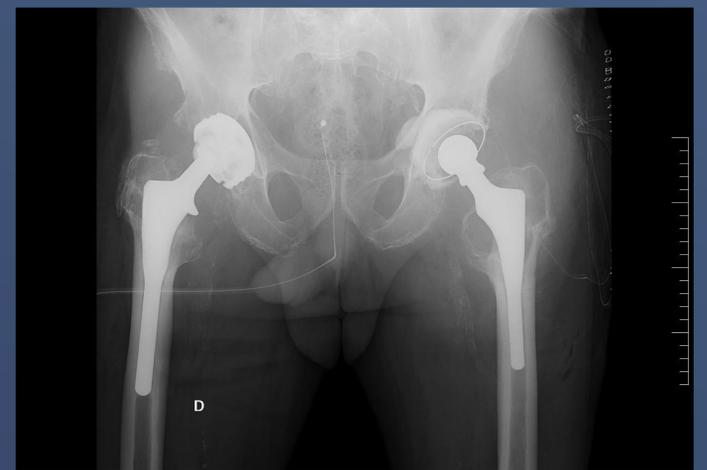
Radiografía de pelvis de control al año de intervención mediante colocación de un cotilo cementado.
